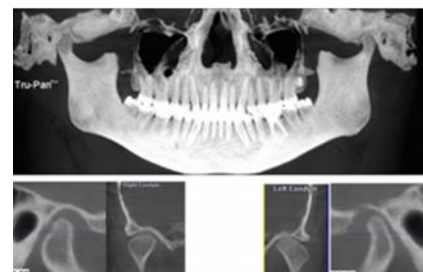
CBCT revela pérdida de la línea cortical y superficies óseas irregulares en secciones sagital y coronal de ambos lados. Extraído de: Journal of Advanced Clinical & Research Insights (20)
